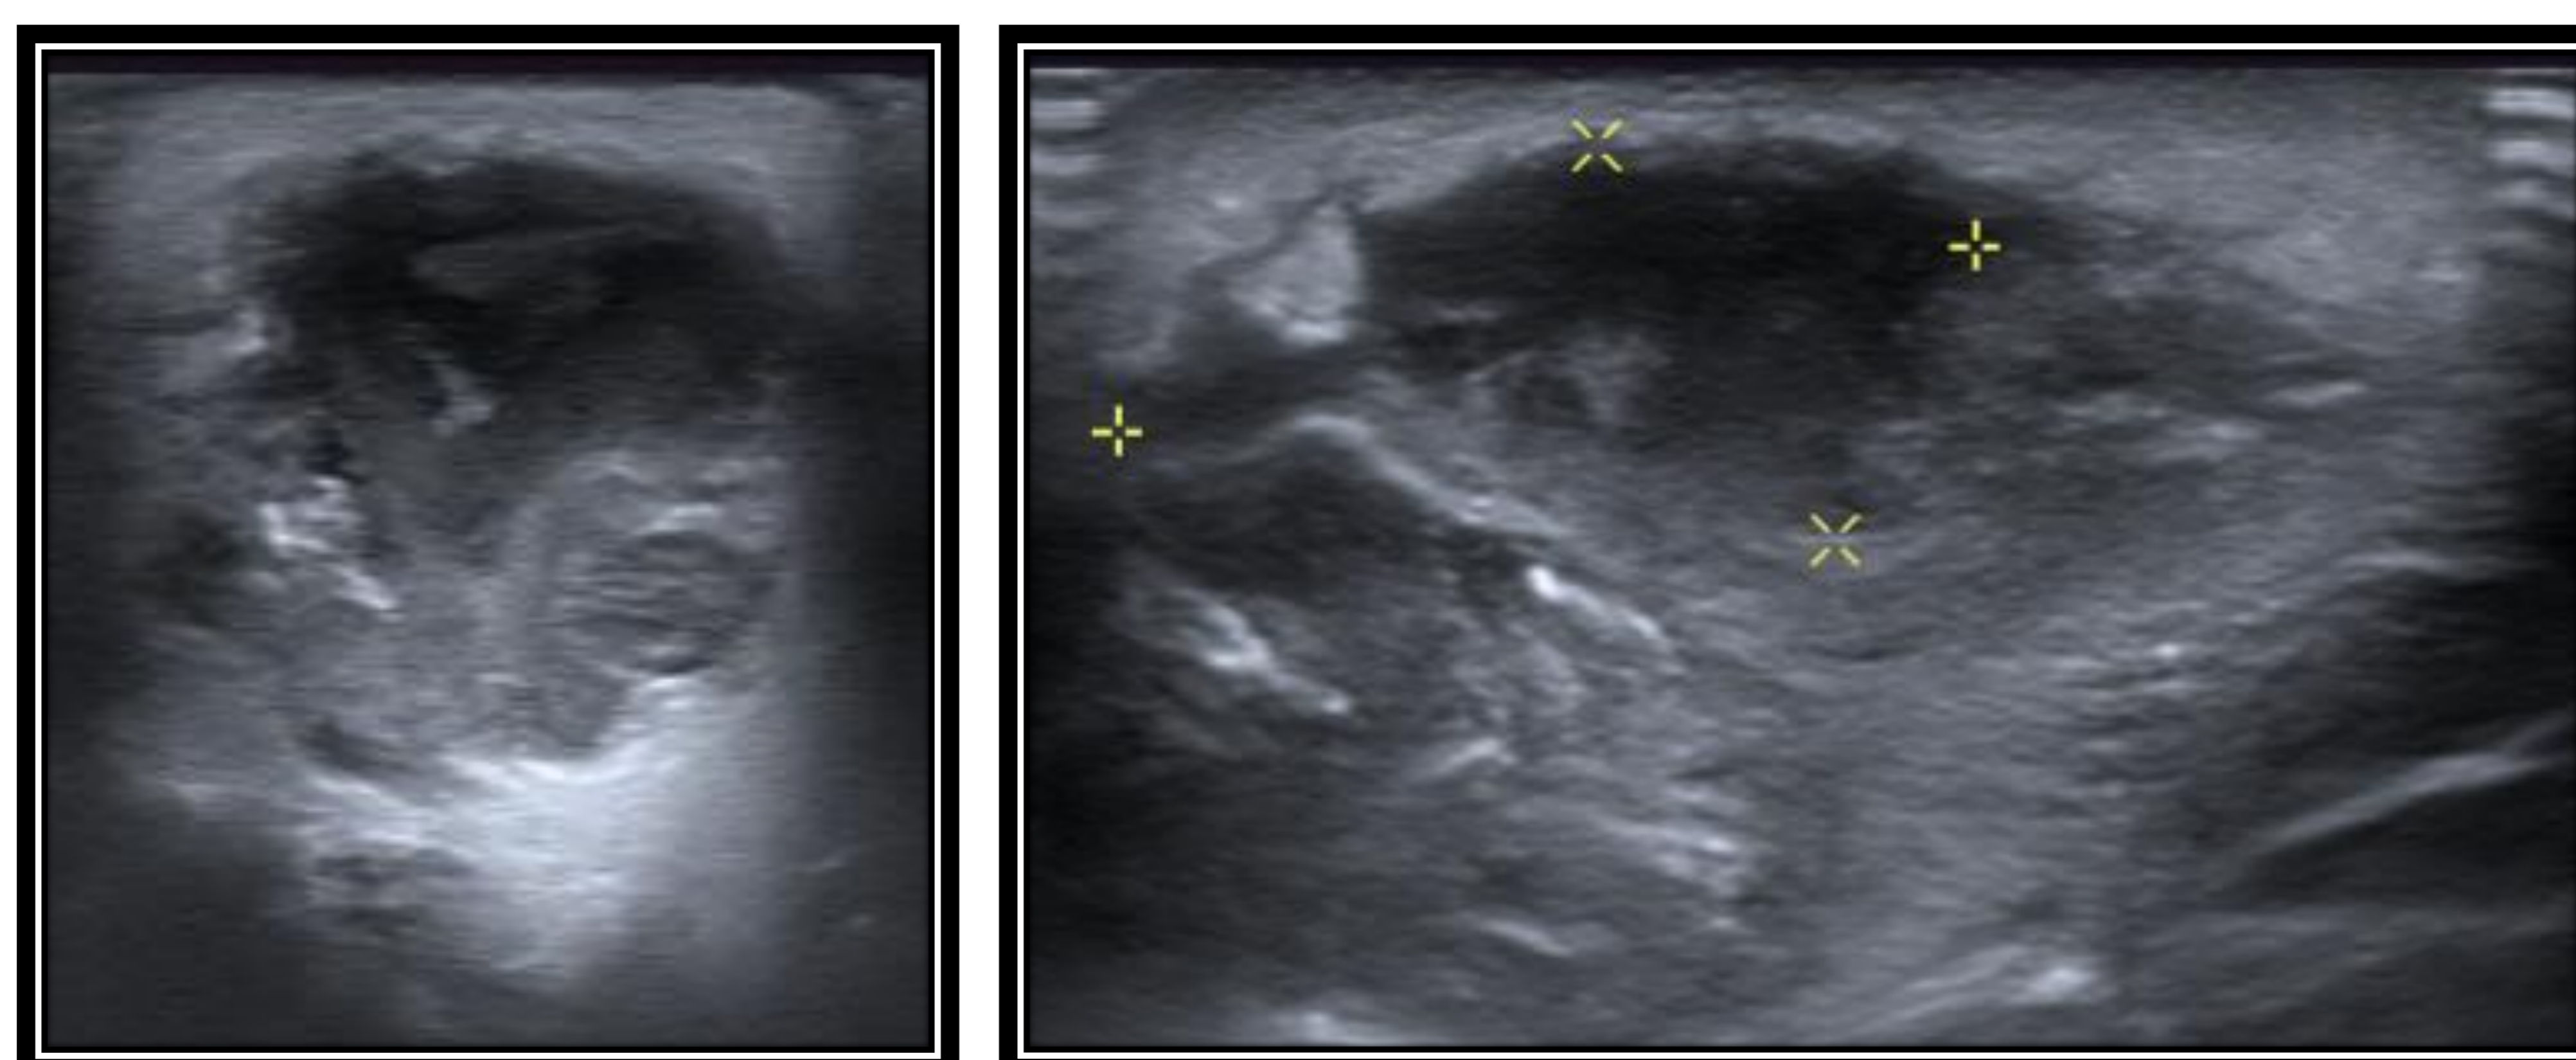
Ecografía de cuello. Adenopatía desestructurada con pérdida del hilio graso y con un área anecoica de morfología irregular con contenido espeso móvil, atribuible a adenopatía abscesificada.
